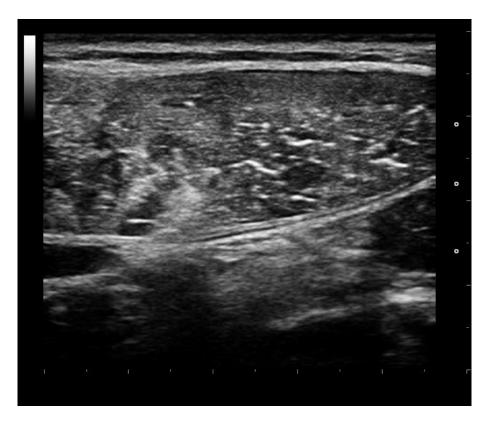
Imagen por ecografía ME 48 horas
